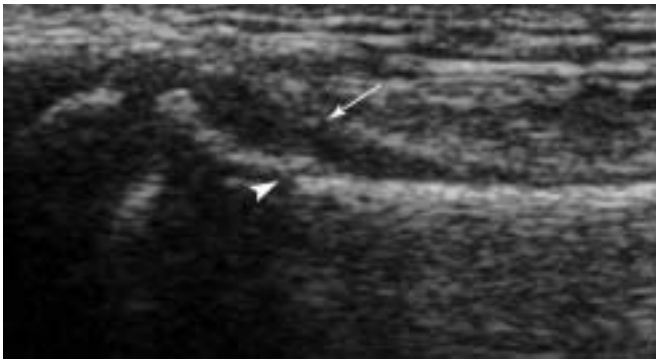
Hématome sous-périosté. Échographie centrée sur la zone douloureuse de la métaphyse ulnaire distale (coupe sagittale dorsale). Lamme hématique sous-périostée hypoéchogène (flèche) associée à une discrète rupture corticale (tête de flèche).
